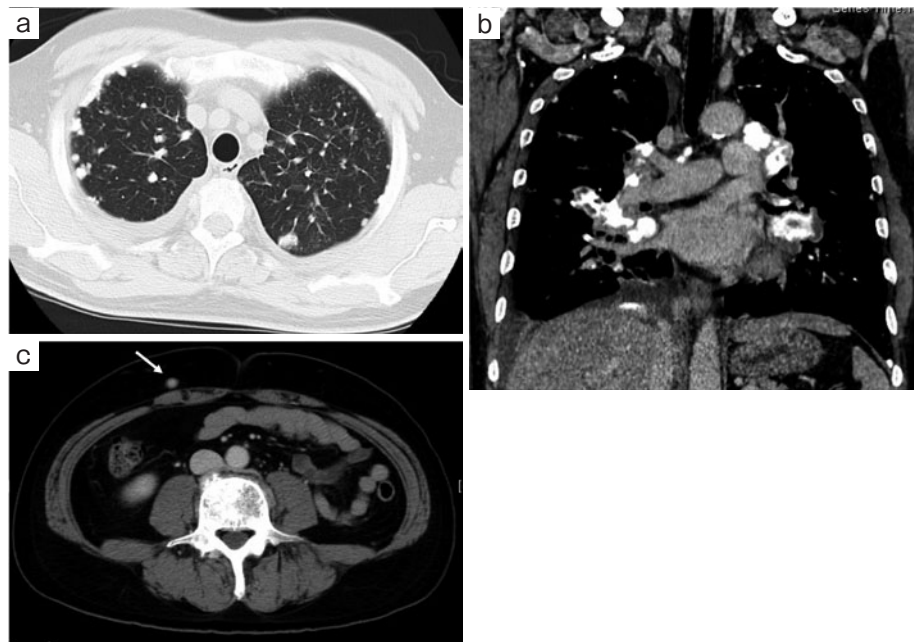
Imaging findings. (a) Chest CT shows multiple pulmonary nodule opacities, (b) interlobular septal thickening, hilar and mediastinal lymphadenopathies with calcification, (c) subcutaneous nodule of abdomen, osteoblastic metastases of vertebral body (white arrow).
